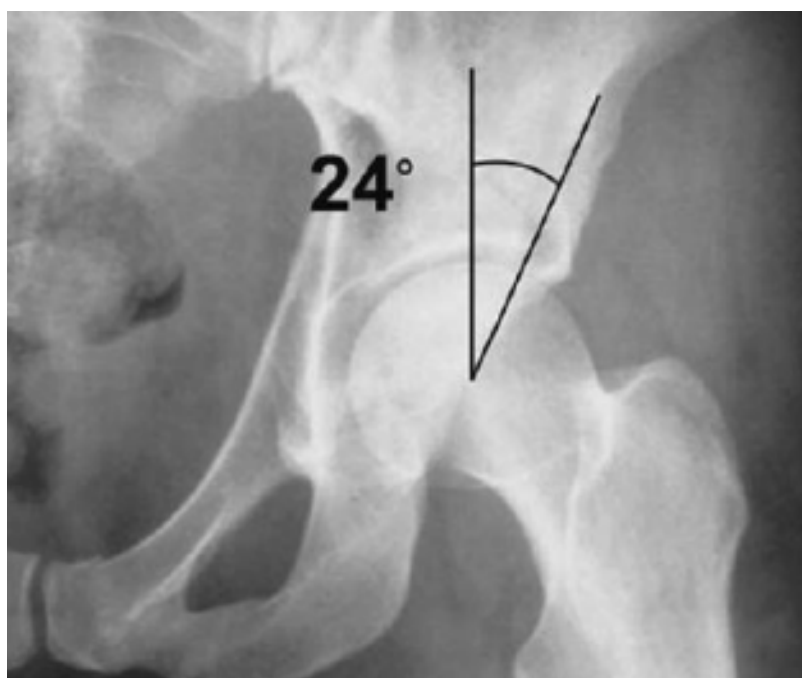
L'arc de toit restant congruent à la tête fémorale ou « roof arc angle ». La mesure de l'angle est faite sur une radiographie de face en $\frac{3}{4}$ obturateur ou $\frac{3}{4}$ alaire.
